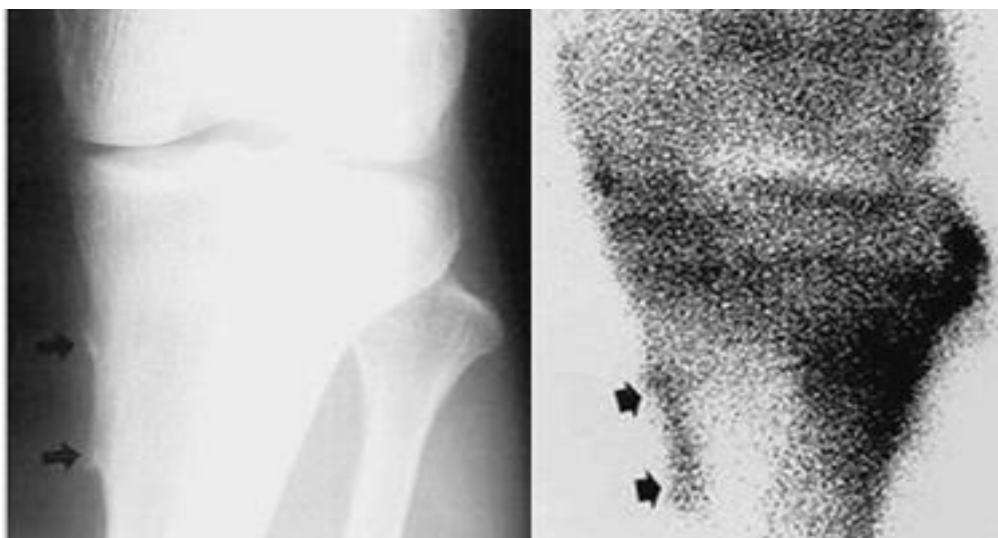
Остеохондрома. Фрагмент рентгенограми кісток гомілки в прямій проекції й ОСГ у прямій прооекції. До диференціальної діагностики остеом – у проксимального метафізу великогомілкової кістки визначається широка кісткова основа під незвпаянілою хрящовою частиною "шапочки" пухлини. Накопичення РФП ( $^{99m}\text{Tc}$ ) у цій зоні звичайне (по Bank Y.-W.) .
